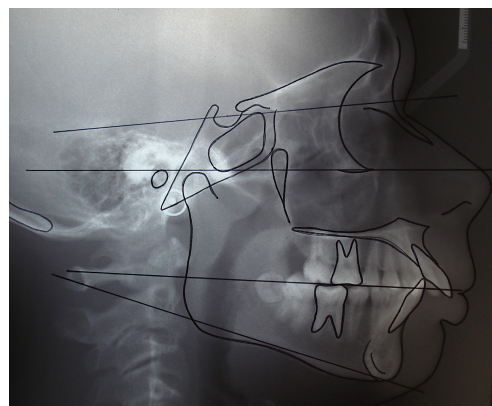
Téléradiographie de profil d'un patient hypodivergent.
